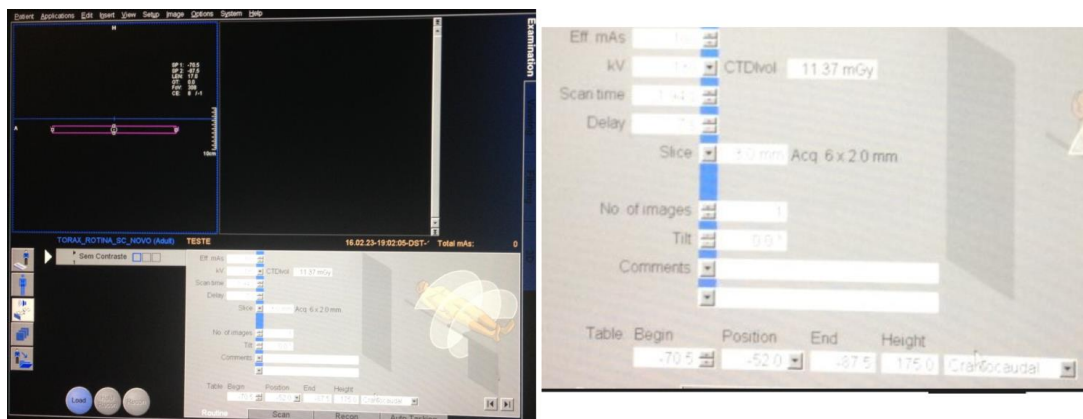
Tela de comando do equipamento de tomografia com as opções de parâmetros utilizados durante cada um dos ensaios
